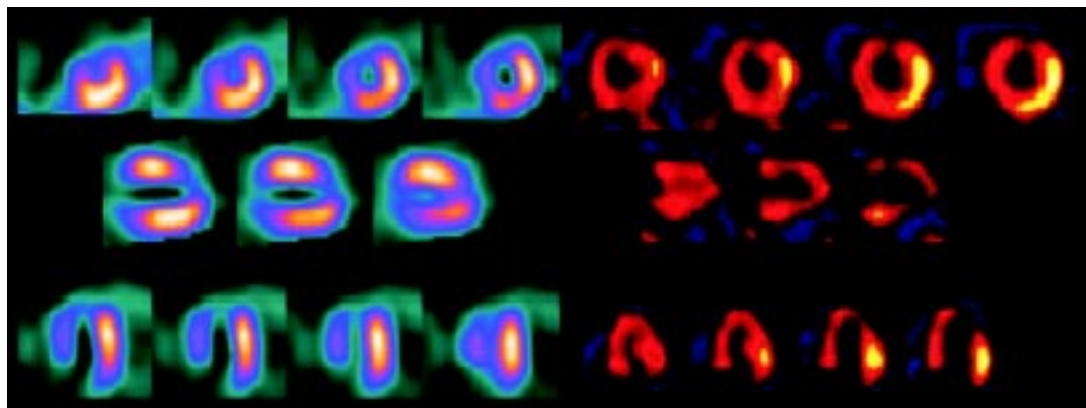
Imágenes completas del eje corto y ejes largos vertical y horizontal del mismo paciente, donde se observan en las tres columnas de la izquierda las imágenes de SPECT y en las tres de la derecha las del estudio PET. Se observa necrosis transmural anteroseptal y apical en las imágenes de SPECT mientras que en las de PET (con FDG), se demuestra actividad metabólica (miocardio hibernante) en esa zona.
